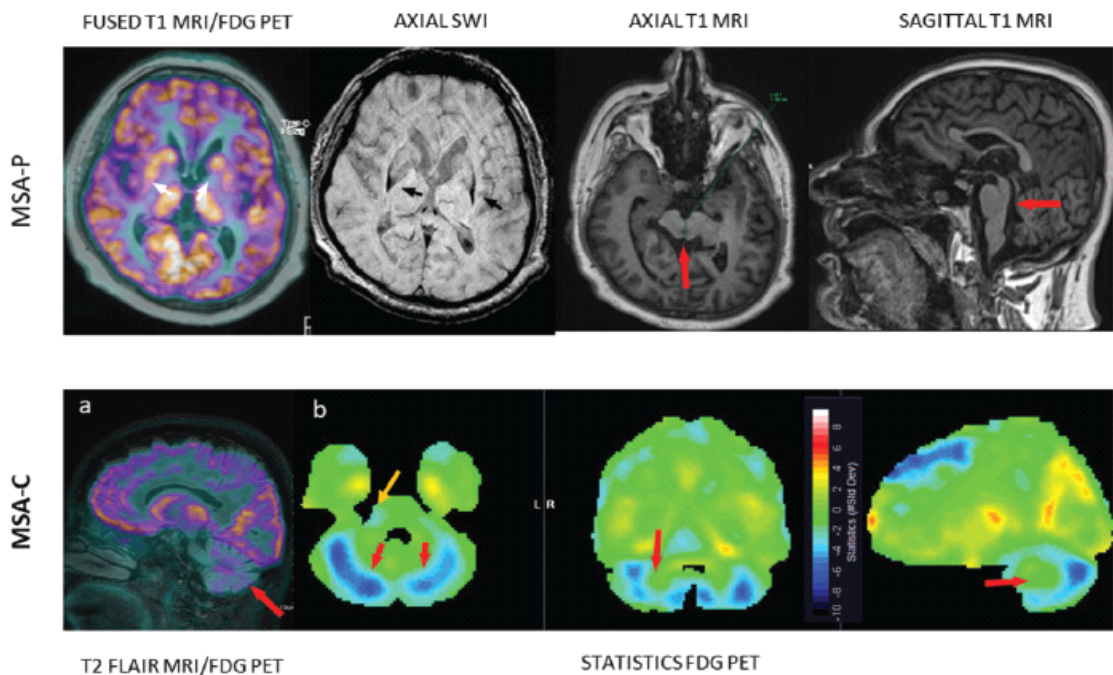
⁽³⁵⁾: atrofia multipla sistemica (MSA) - nella MSA-P l'immagine T1/PET mostra ridotto volume con ipometabolismo nel putamen bilateralmente. La sequenza SWI mostra ipointensità simmetrica posterolaterale putaminale. T1 assiale e sagittale mostrano atrofia diffusa cerebrale, mesencefalica e del tronco encefalico con atrofia putaminale. Nella MSA-C, la RM T2 FLAIR/PET mostra ipometabolismo negli emisferi cerebellari bilaterali e peduncoli cerebellari medi.
